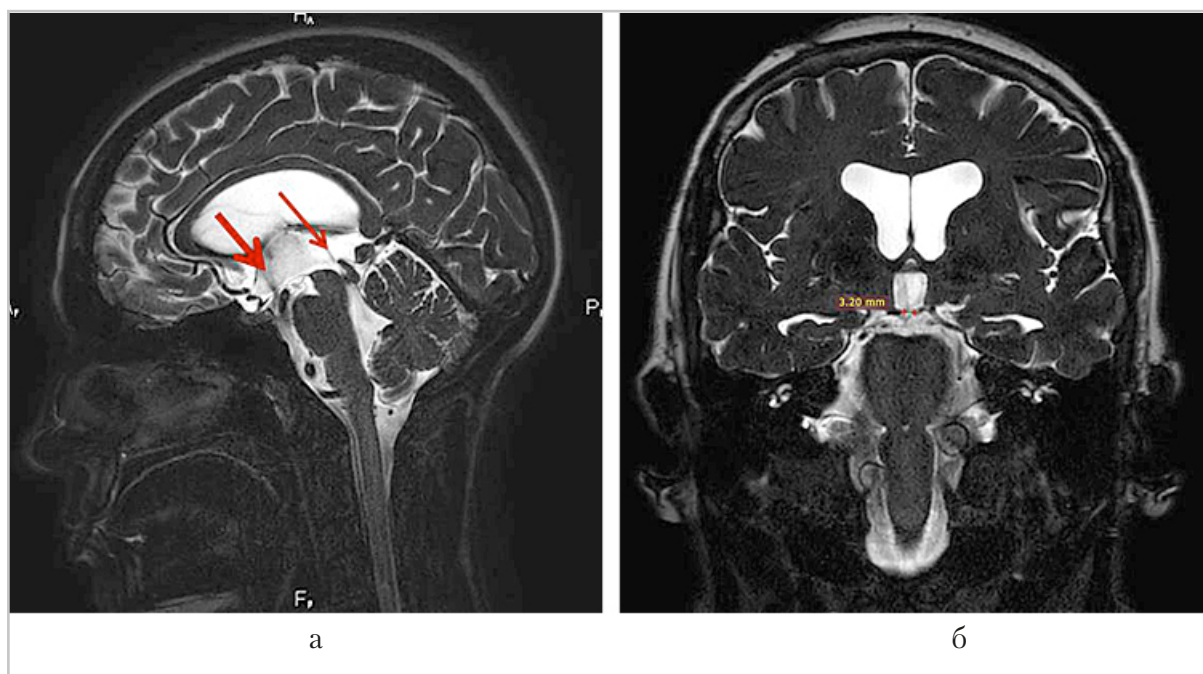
МР-томограмма. Тонкосрезовая методика CSF-DRIVE: *а* — в сагиттальной плоскости определяется гипердинамическая пульсация ликвора перпендикулярно дну III желудочка в области стомы у пациентки с оперированной гидроцефалией (*толстая стрелка*), симптом потери сигнала от турбулентного потока ликвора на уровне средней трети водопровода мозга (*тонкая стрелка*); *б* — во фронтальной плоскости определяется дефект дна III желудочка
